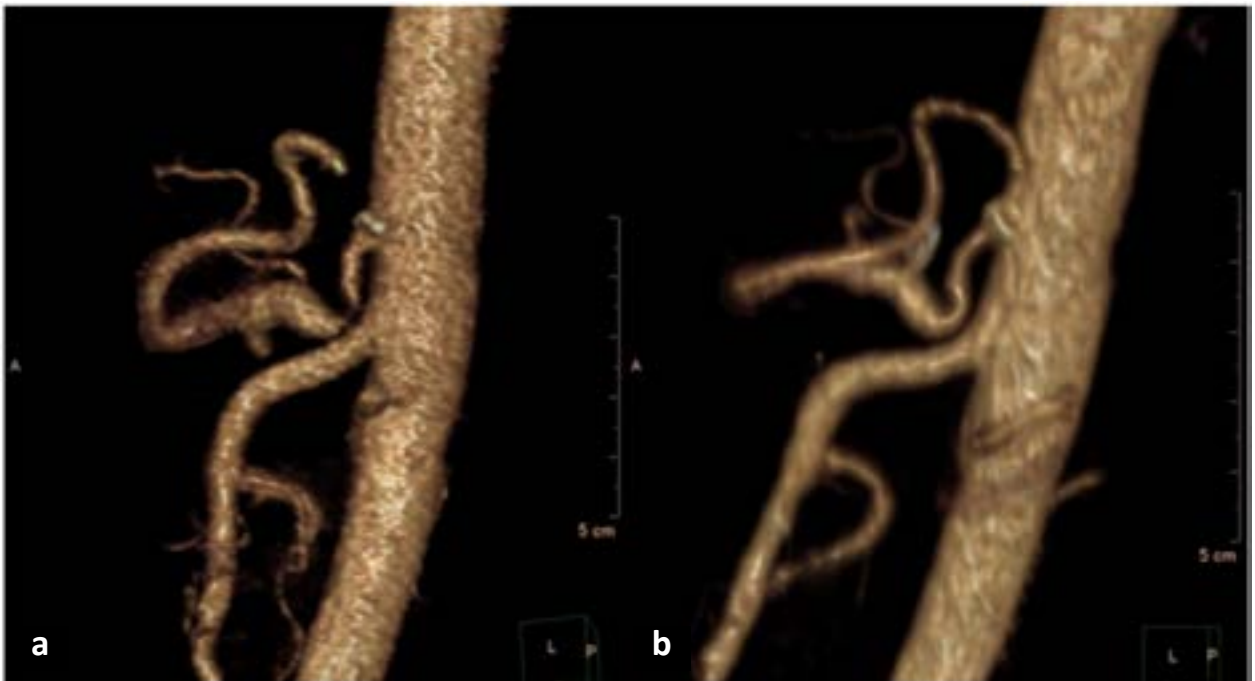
Angiotomografía de Abdomen, reconstrucción 3D. (a) Estudio preoperatorio y (b) postoperatorio observándose aumento de calibre a nivel de la estenosis.
